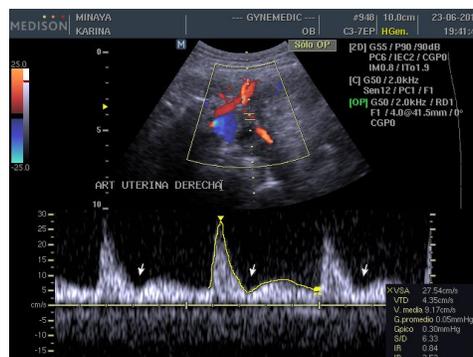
Flujiometría Doppler anormal de arterias uterinas.
